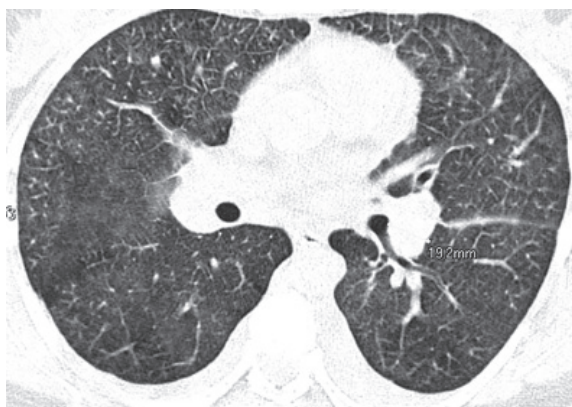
КТ ОГП пацієнтки Н., 42 років: двостороннє симетричне збільшення прикореневих лімфатичних вузлів (діаметр по короткій осі ліворуч — 19,2 мм), дифузне зниження прозорості паренхіми за типом матового скла; потовщення міждолькових перегородок
